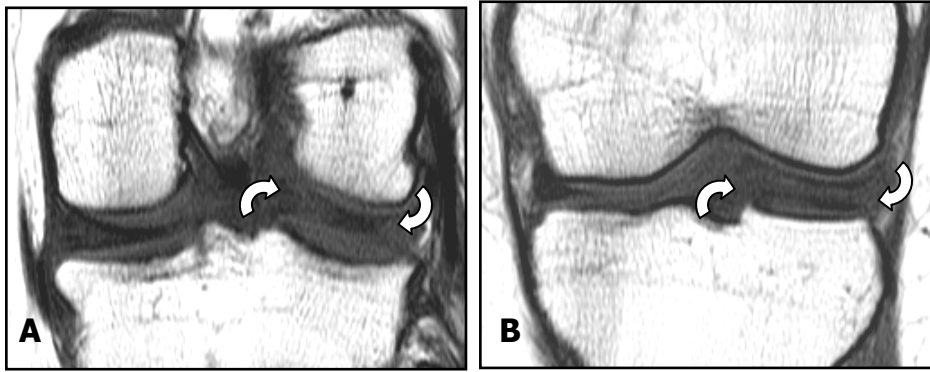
Imágenes coronales de RM con tiempos de relajación T1. Menisco discoide completo manifestado por alteración en su morfología y aumento en su tamaño en comparación con el contra lateral. Cuerno posterior del menisco lateral (flechas curvas) (A). Cuerno anterior del menisco lateral (Flechas curvas) (B).
